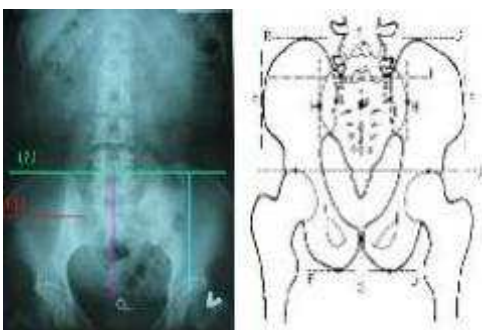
Gonsteal Method를 이용한 방사선상의 골반측정법
